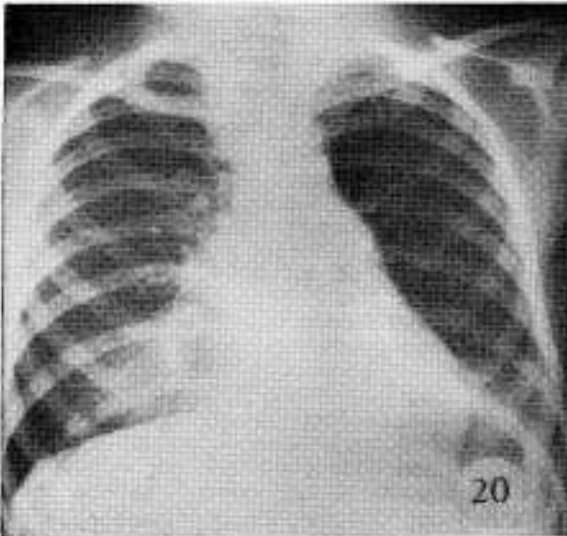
Radiografía de frente y perfil, mostrando las zonas de aeromatosis.
